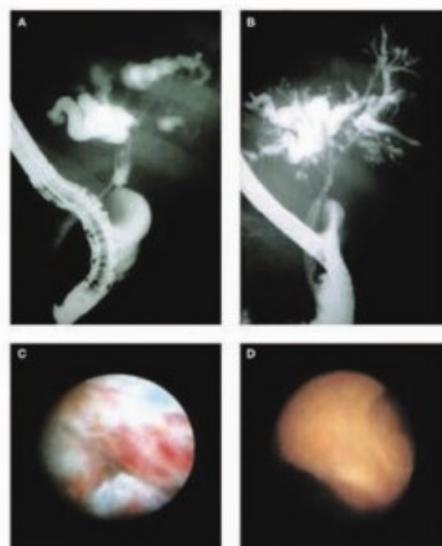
TERAPÊUTICA FOTODINÂMICA DE COLANGIOCARCINOMA IRRESSECÁVEL (A E B). EM BAIXO, ASPECTO ENDOSCÓPICO DA LESÃO ANTES E APÓS O TRATAMENTO (C E D) ⁽⁷⁹⁾.
